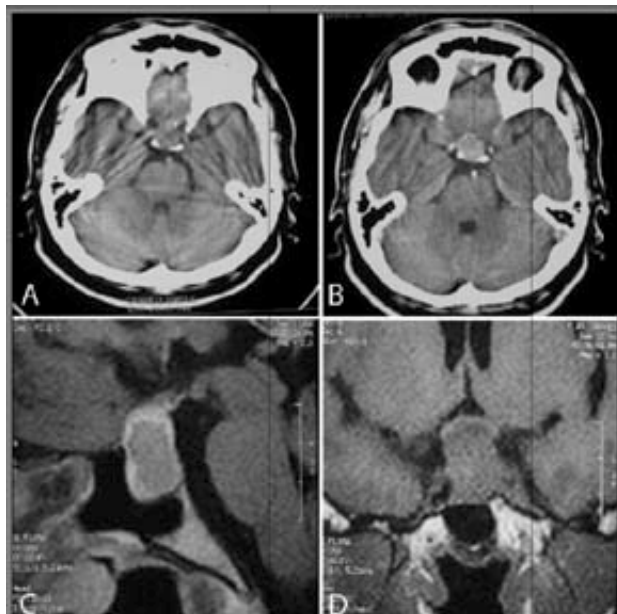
A. Tomografía preoperatoria en fase simple. B. Tomografía preoperatoria en fase contrastada. Nótese la erosión de las apófisis clinoides posteriores y la masa intrasillar que alcanza la base de los lóbulos temporales, y su reforzamiento con el medio de contraste. C. En la RMN preoperatoria se observa que el tumor no invade el seno esfenoidal pero sí el espacio suprasillar, desplazando el quiasma óptico hacia delante y arriba. También afecta el tercio anterior del tercer ventrículo y la porción basal del lóbulo frontal. D. En el corte coronal se nota invasión al seno cavernoso izquierdo, deformidad del piso de la silla turca sin invasión al seno esfenoidal, compresión del piso del tercer ventrículo e involucro de la carótida izquierda.
